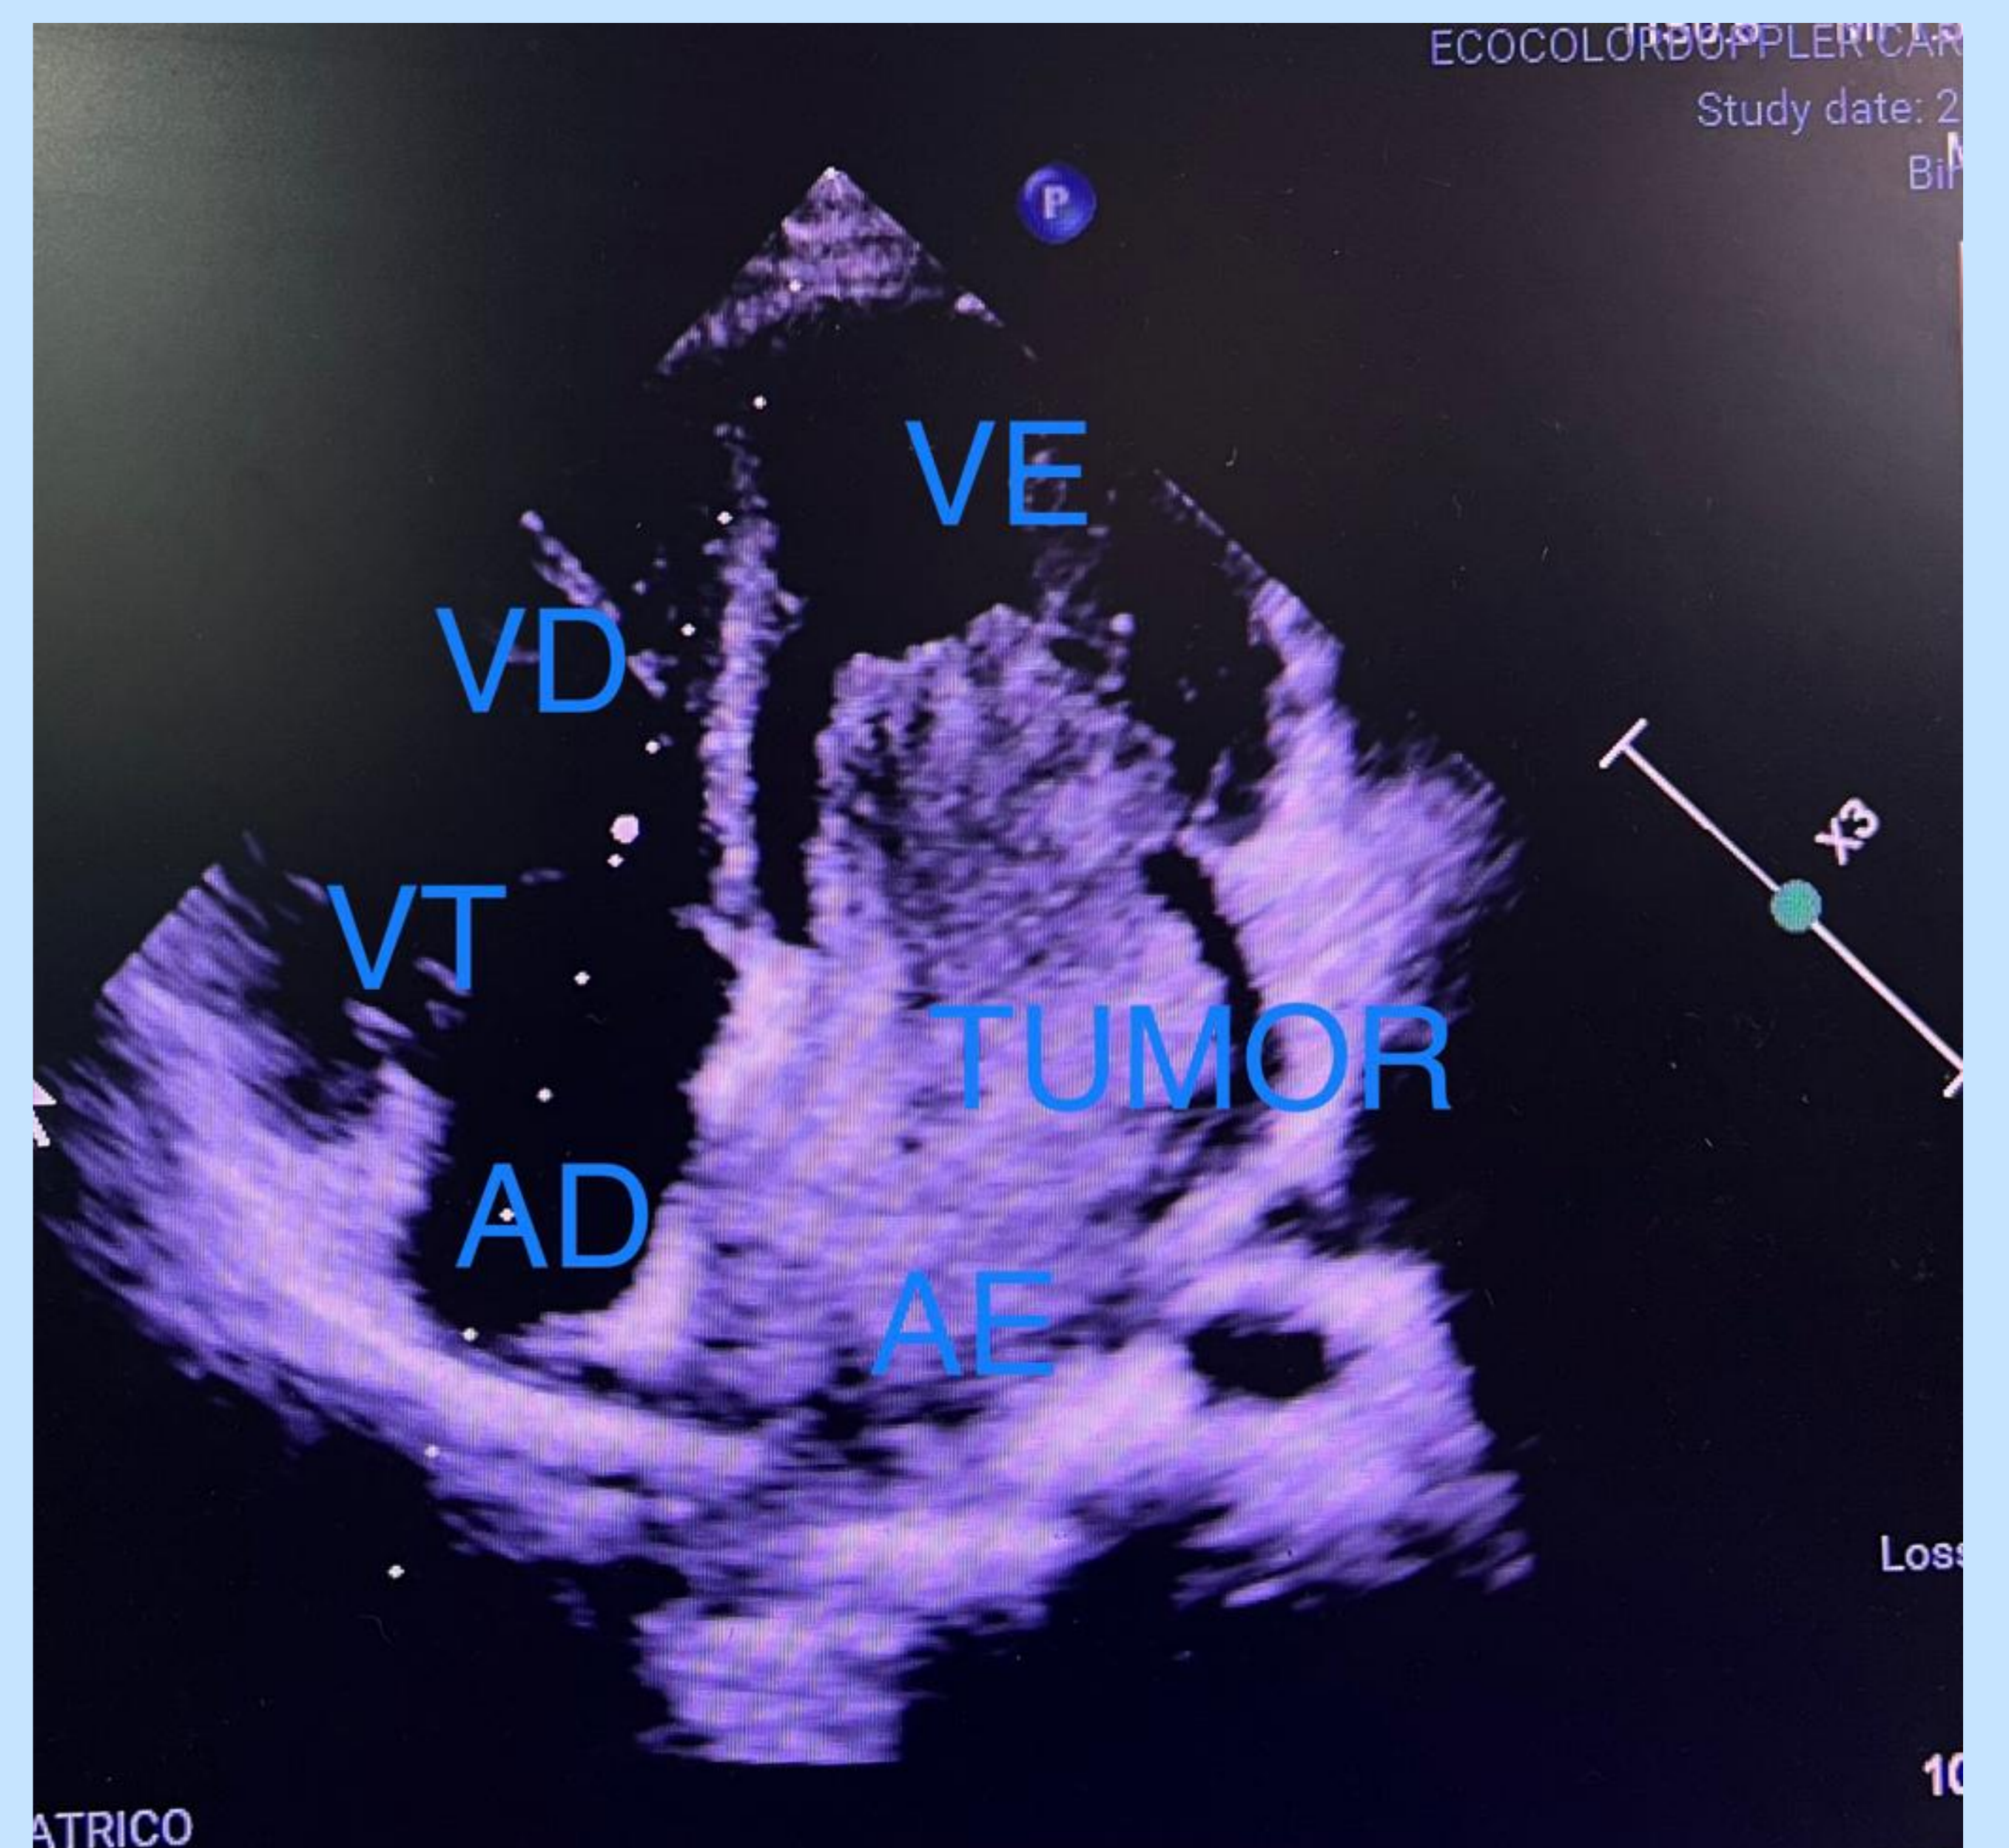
Ecocardiograma: corte apical 4 câmaras: AD: átrio direito, VT: valva tricúspide, VD: ventrículo direito, AE: átrio esquerdo, VE: ventrículo esquerdo.
